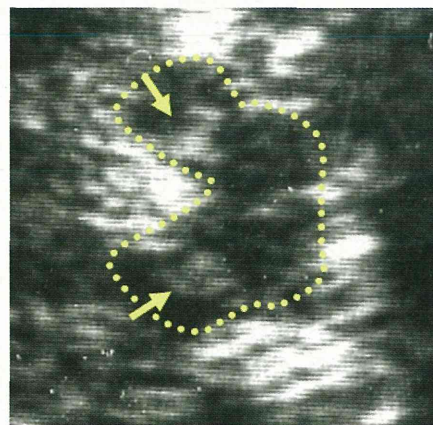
超音波で観察されたパーキンソン病患者における黒質高輝度 (矢印)。中脳の輪郭を点線で表示している。
